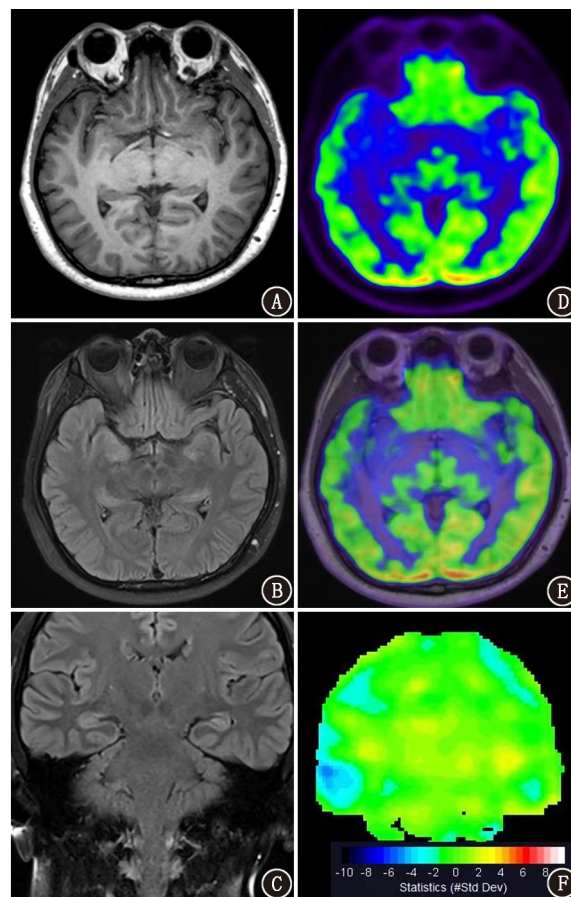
难治性癫痫患者(男,32 岁)¹⁸F-FDG PET/MR 成像图(患者 3 年前癫痫首次发作,药物治疗效果欠佳,每个月发作,以小发作为主,发作时面部抽搐,口吐白沫)。A~C.横断面 T₁ 加权成像(WI)图(A)、横断面液体衰减反转恢复(FLAIR)图(B)、冠状面 FLAIR 图(C)示 MRI 形态学上未见明显异常结构;D.横断面 PET 图像示右侧颞叶局部代谢减低;E. PET/MR 融合显像可见右侧颞前叶代谢减低灶;F.将患者 PET 图像与标准脑库进行差值分析,获得冠状面三维立体表面投影(SSP)图,显示右侧颞叶局部代谢与标准脑库比较代谢减低。PET/MR 多模态影像示右侧颞前叶及海马低代谢灶,导航立体定向脑电图(SEEG)内深部电极植入,记录到右侧颞前叶、海马杏仁核癫痫波(PET/MR 低代谢区),行致痫灶毁损术,术后 2 年随访无癫痫发作,Engel 分级为 I 级
